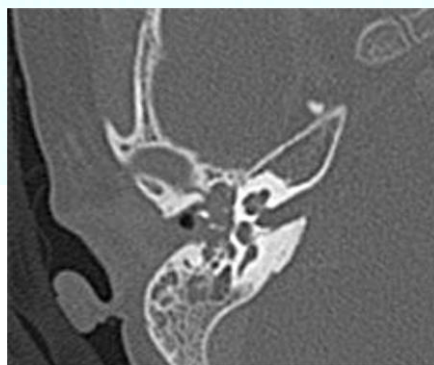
TC de peñasco con contraste: ocupación mastoidea compatible con otomastoiditis y petrositis derecha.
